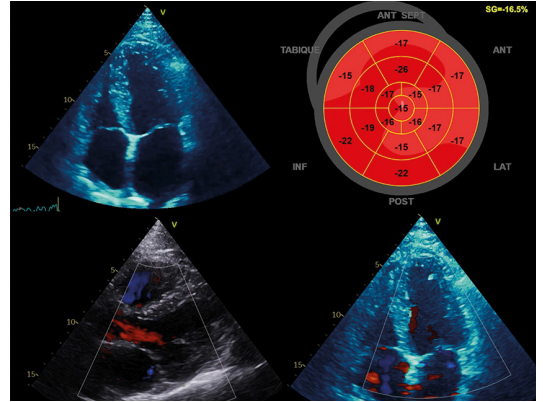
Imágenes 2D del ecocardiograma transtorácico en consulta a los 4 meses de la ablación de venas pulmonares.
